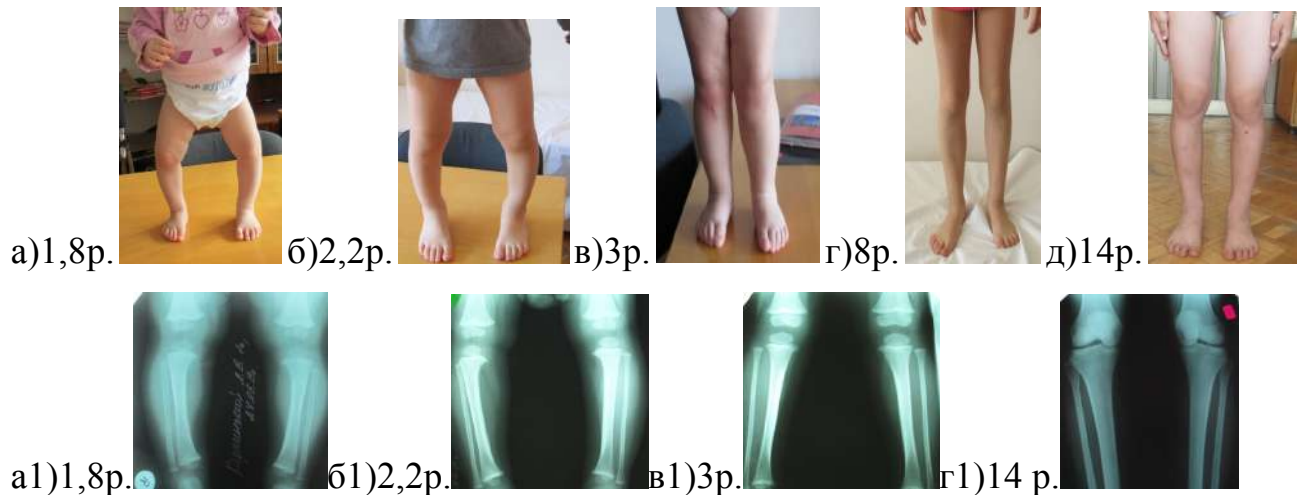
а-д – клінічна динаміка вирівнювання осі кінцівок у пацієнта з хворобою Ерлахера-Блаунта після напівциркулярного розсічення окістя; а1-г1 – рентгенологічна динаміка вирівнювання осі кінцівок у пацієнта з хворобою Ерлахера-Блаунта після напівциркулярного розсічення окістя.
